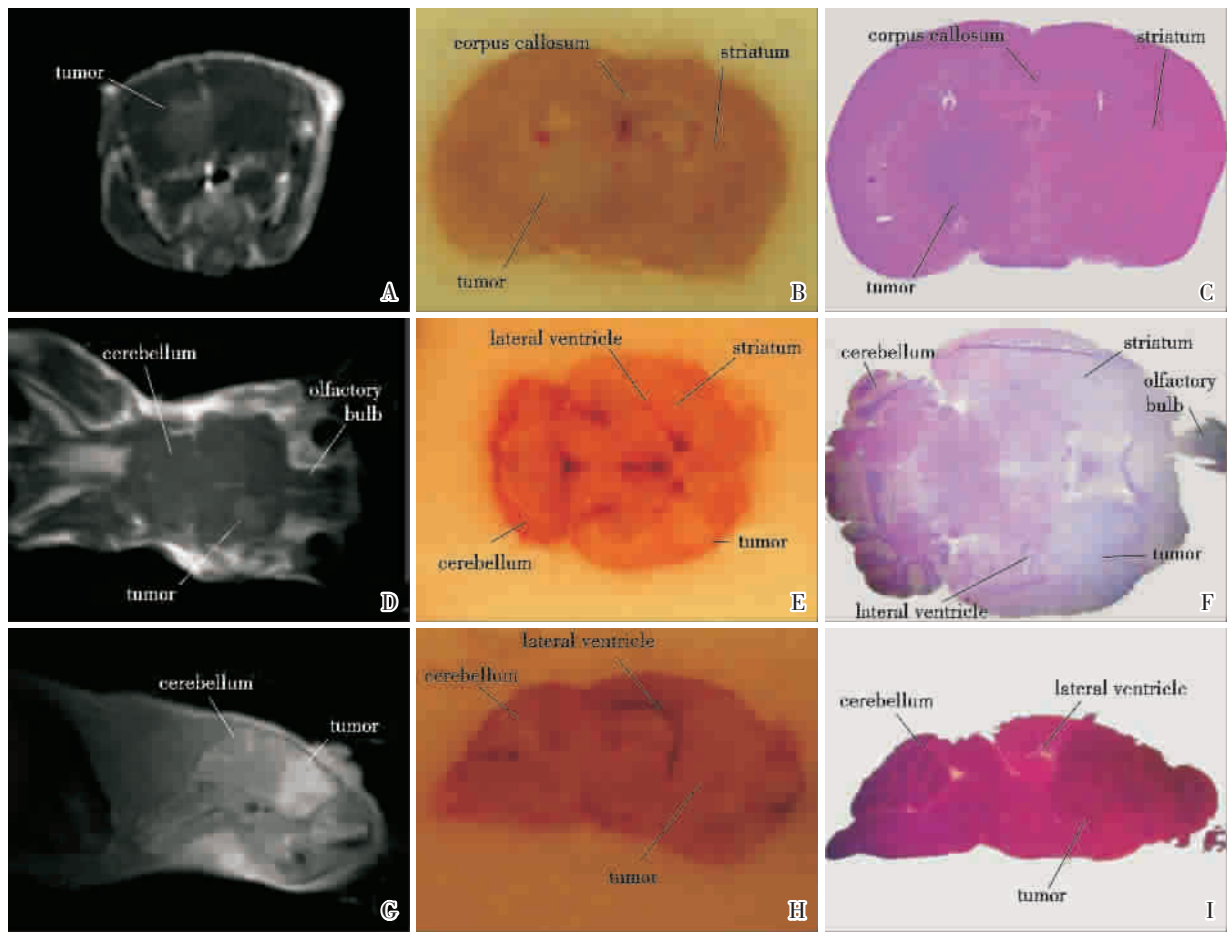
MRI 和脑切片中肿瘤所处的位置与邻近结构的比较
